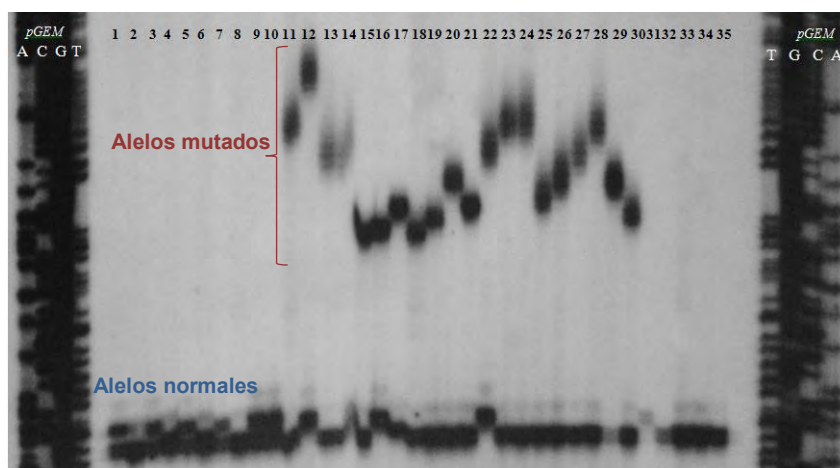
Autorradiografía de amplicones de la región CAG de controles y pacientes.
